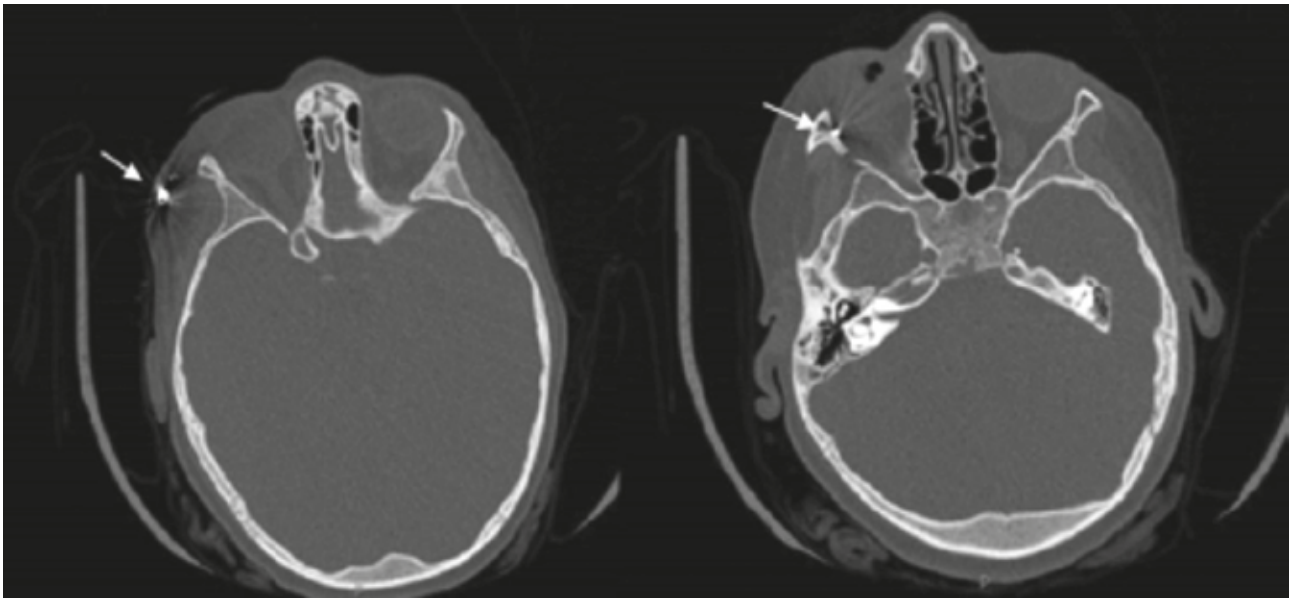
TC sin contraste: Se observan 2 estructuras de densidad metal correspondientes al perdigón (fragmentos). Flecha roja: 6,5mm, tejido celular subcutáneo, superficial al músculo temporal derecho, algunos fragmentos de pequeño tamaño en el trayecto de entrada. Flecha verde: Imagen de 8 mm densidad metal, intraorbitaria extraconal derecha, lateral al globo ocular sin afectación del mismo ni de la musculatura extraocular. Enfisema subcutáneo y tumefacción región malar y periorbitaria derecha.
